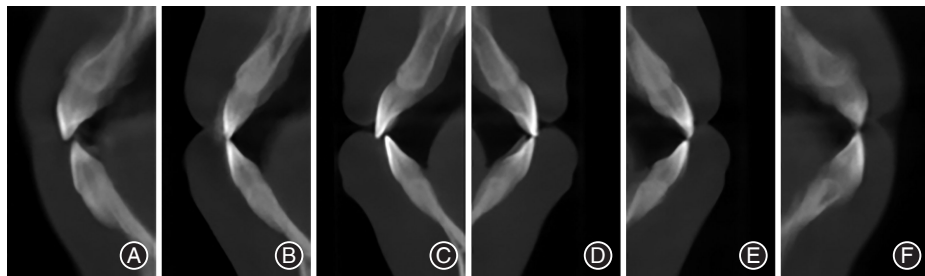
骨性Ⅲ类垂直生长型患者治疗前下前牙区锥形束CT(CBCT)影像 A:43牙;B:42牙;C:41牙;D:31牙;E:32牙;F:33牙。
